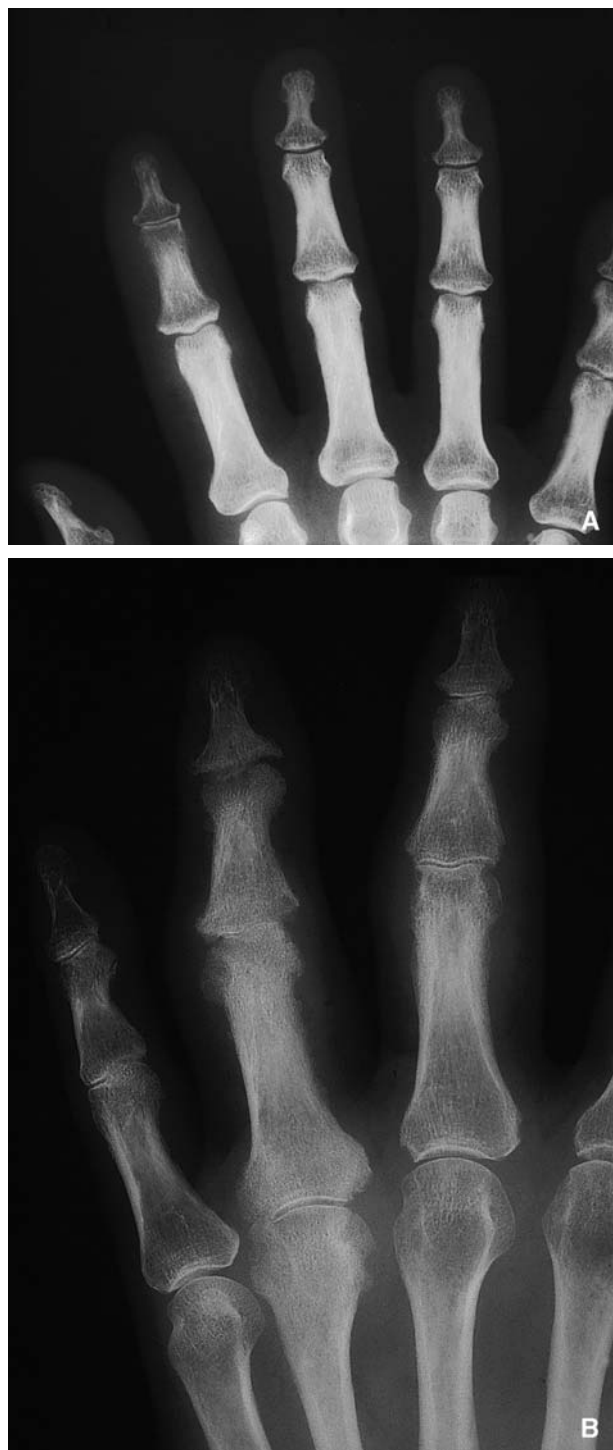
Aspects radiographiques des doigts dans le rhumatisme psoriasique.
